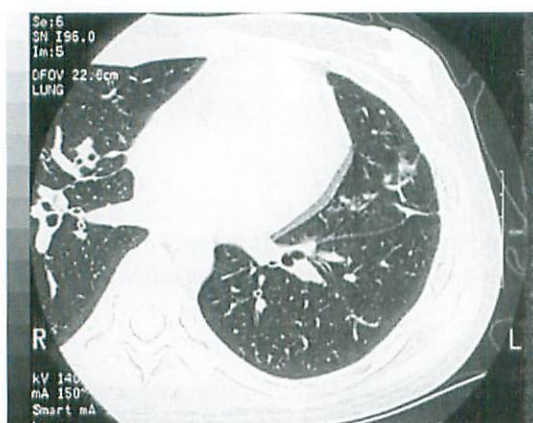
Axial HRCT of the same patient after 5 years. Linear small atelectases in the left lung, probably consistent with an inflammatory scar due to pneumonia and pleurisy, are seen whereas the lung fields look normal.
